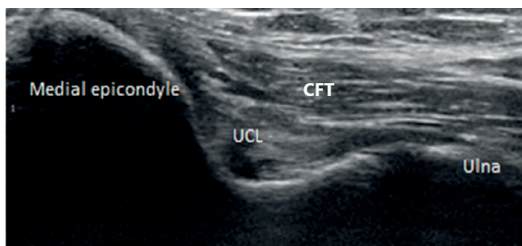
УЗИ медиальных структур локтевого сустава в продольной проекции<sup>1</sup>:
